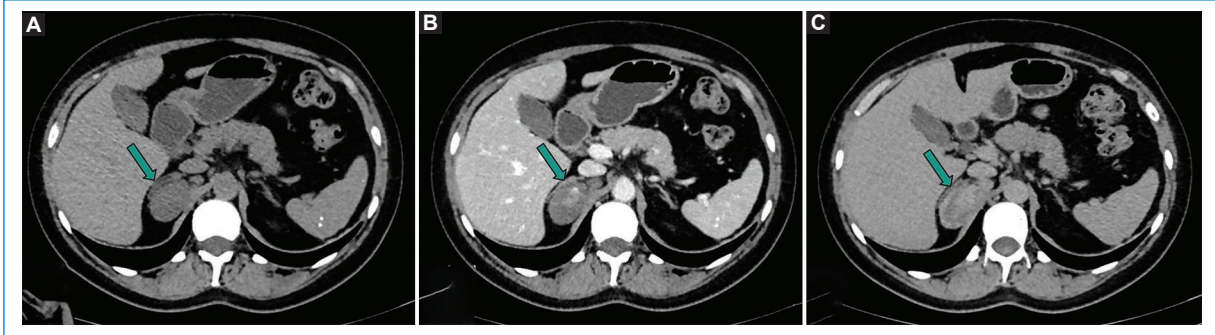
Mujer de 48 años. A-C: tomografía computarizada de abdomen con contraste intravenoso: lesión nodular (flecha) de bordes definidos adyacente a la glándula suprarrenal derecha con realce heterogéneo y progresivo. Diagnóstico de tumor neurogénico con elementos ganglionares, sin elementos de malignidad.
